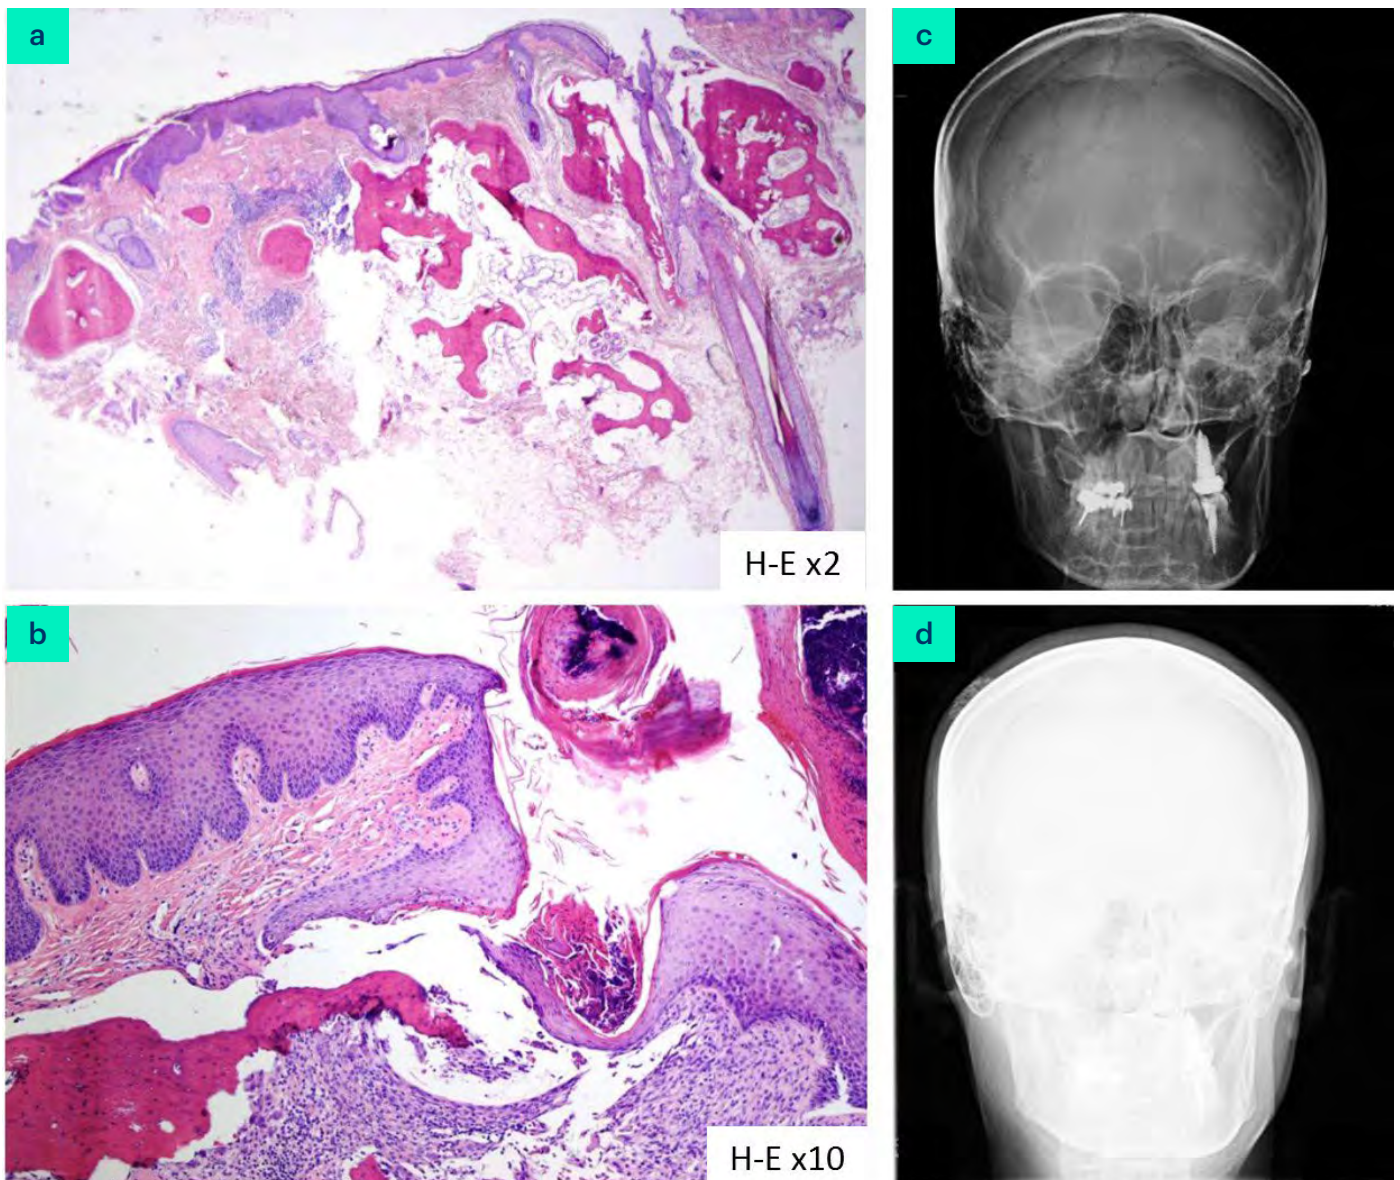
a) En la biopsia cutánea se observaron trabéculas óseas, de forma y tamaño variable. (b) Detalle de la biopsia con perforación de la epidermis a través de la cual se elimina tejido óseo. c y d): Radiografía simple de cráneo donde se objetiva una imagen radioopaca en zona parietal derecha.
